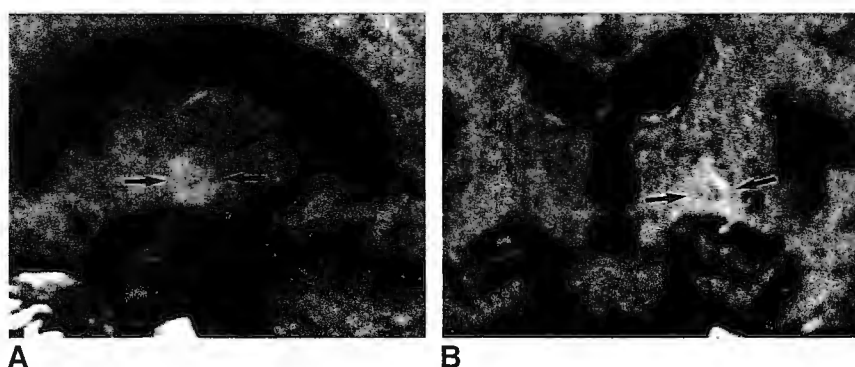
Infarct in area of distribution of anterior choroidal artery. This 68-year-old woman had dizziness, right hemiparesis, dysarthria, and right hemihypesthesia. A and B, Sagittal (A) and coronal (B) contrast-enhanced T1-weighted MR images obtained 17 days after ictus show an infarct mainly involving posterior limb of left internal capsule and a part of left globus pallidus (arrows). Left carotid angiogram showed nonopacification of anterior choroidal artery, and vertebral angiograms revealed no collateral circulation to anterior choroidal artery (not shown).
